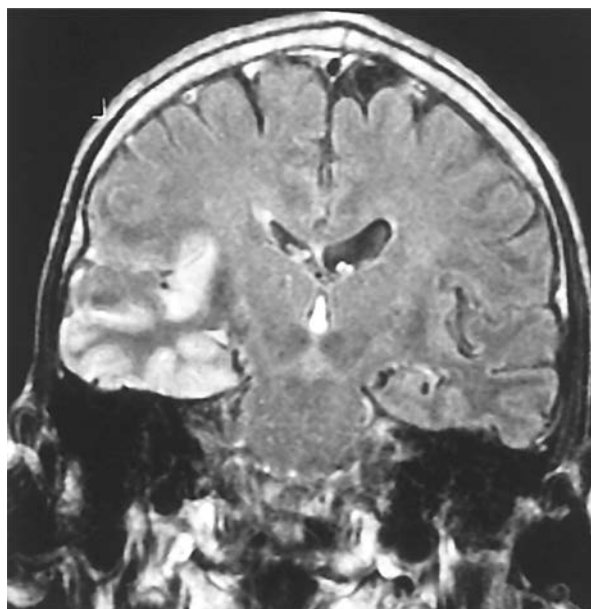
来源于单纯疱疹脑炎患者的冠面 FLAIR 像
